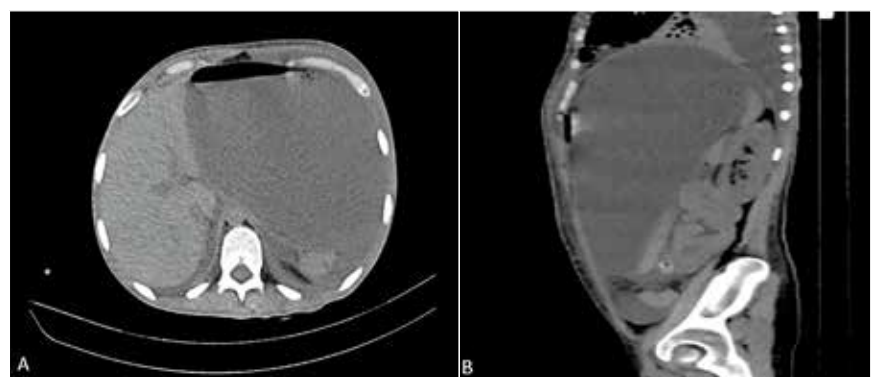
Tomografía abdominal. A, vista axial. B, vista sagital. Estómago marcadamente distendido que condiciona adelgazamiento de paredes con presencia de burbuja aérea en cara anterior.
